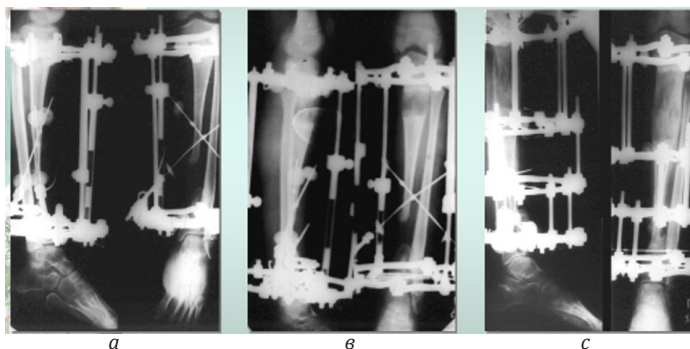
Рентгенограммы пациентки Ц.: а) после кортикотомии и проведения дистракционно-направляющих спиц; в) на этапе перемещения промежуточного фрагмента; с) после проведения дополнительных спиц
